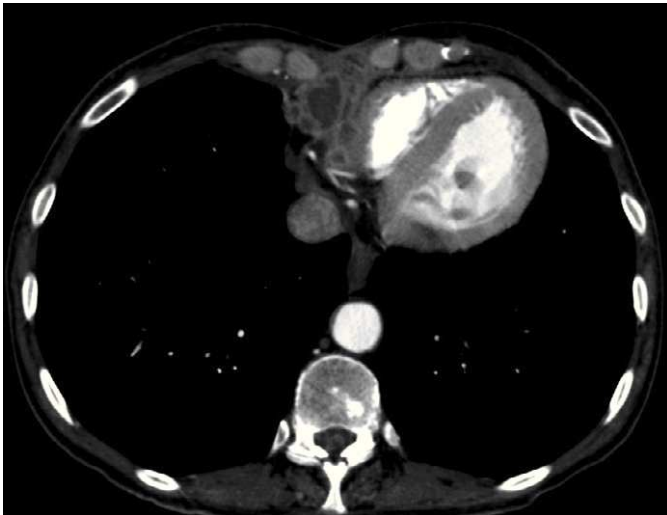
Tomografía computarizada de enero de 2009. Aspergilosis mediastínica. Pequeña tumoración heterogénea con captación anular del contraste administrado en el ángulo cardiofrénico derecho.
